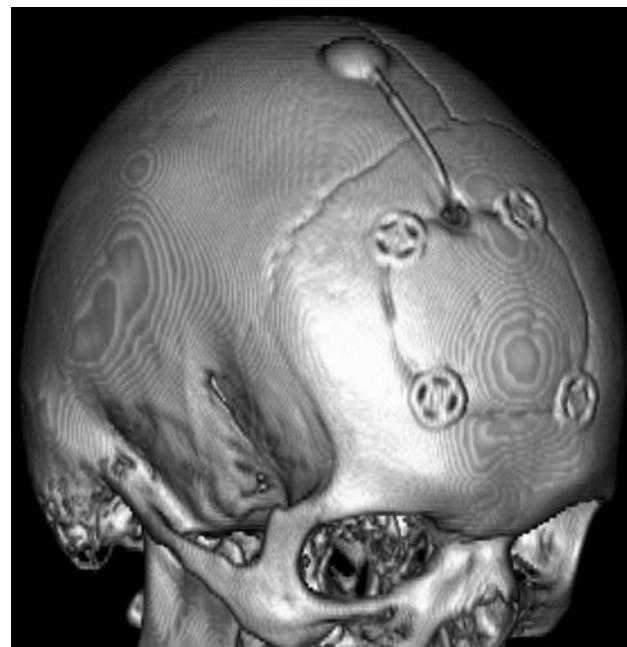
МСКТ в режиме 3D-реконструкции. Консолидированный костный фрагмент — следствие первой операции. Резервуар Оммайя (тип резервуара с входным отверстием на стороне) с кистозным катетером — результат второй операции
